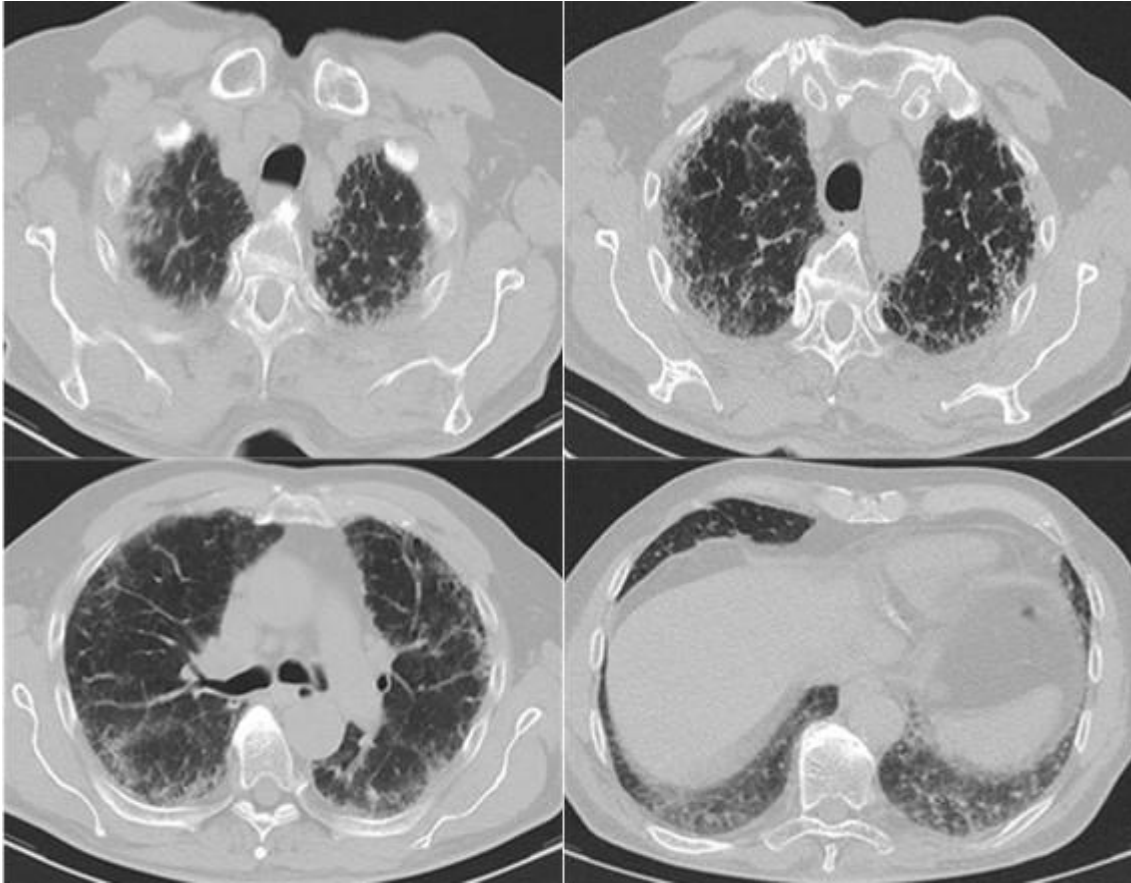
HRCT-Bilder eines 79-jährigen Patienten mit progredienter Belastungsdyspnoe (Verlaufskontrolle im Jahr 2019). Erkennbar sind die subpleuralen Verdichtungen auf beiden Seiten und wabenartige und konfluierende Lungengerüstveränderungen, die sich bipulmonal mantelförmig und paramediastinal präsentieren.
